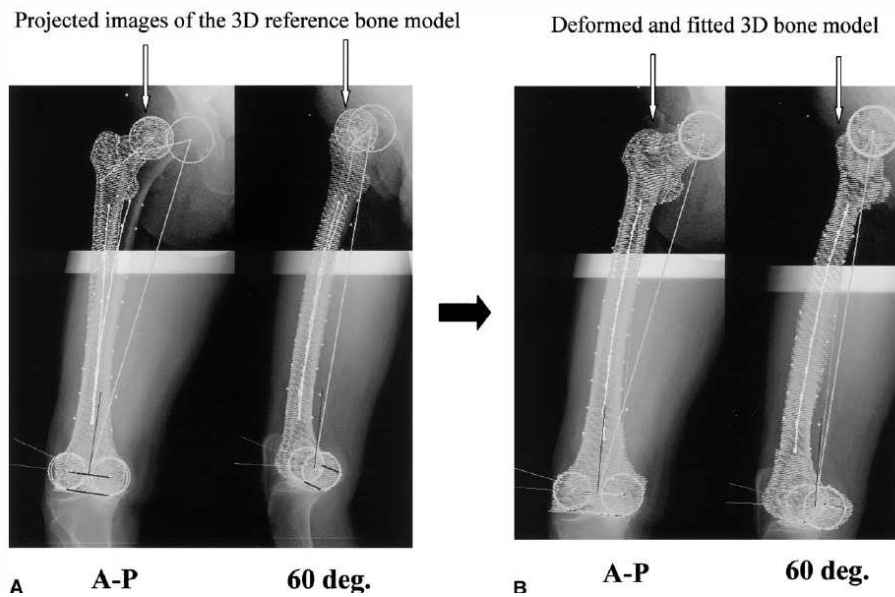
Recalage et déformation du modèle générique sur les deux vues stéréoradiographiques. [Sato et coll. 2004]
